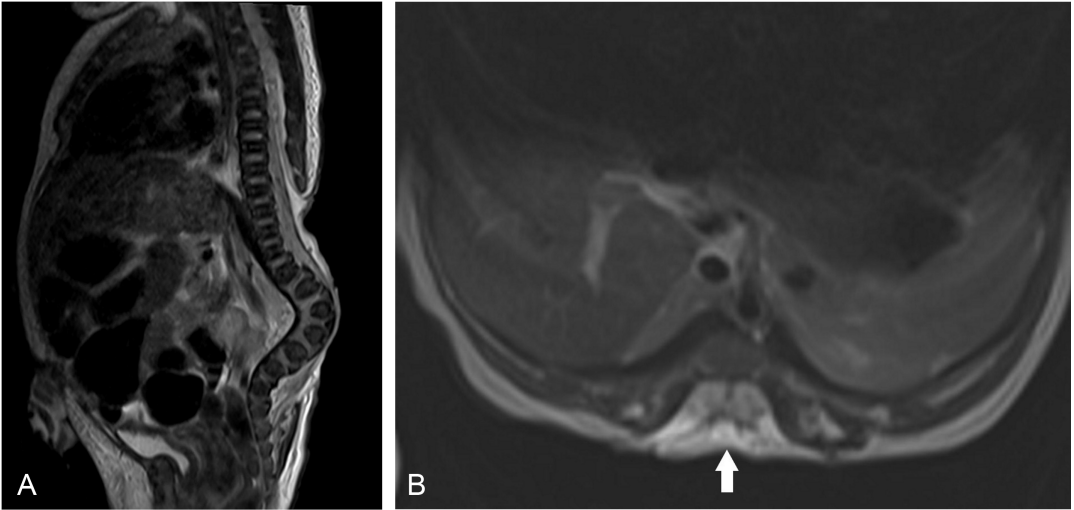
A, B. Miyelomeningosel, 3 günlük yenidoğan hasta. Sagittal (A) ve aksiyal (B) T2A MRG'de, lumbosakral bölgede spina bifida defekti, nöral plakodun ve subaraknoid boşluğun cilt seviyesinin üstünde yerleşimi. Nöral plakod miyelomeningosel kesesi içinde (ok) sonlanmaktadır.
